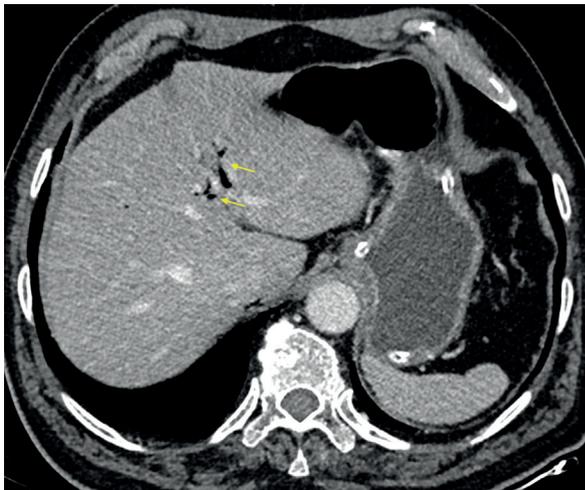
TC de abdomen y pelvis donde se visualiza neumobilia intrahepática (flechas)
